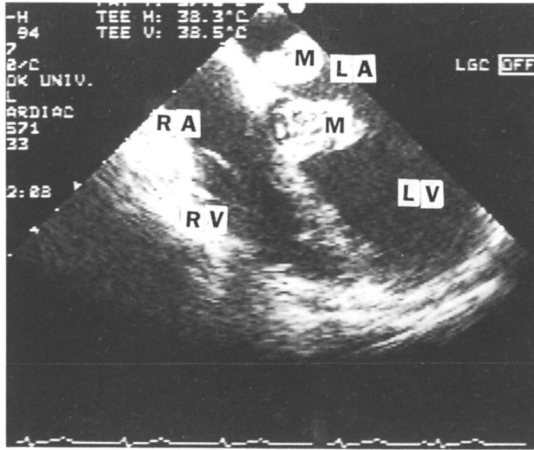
Transesophageal echocardiogram showing small, bilobed and more echodense left atrial myxoma and large, friable and more echolucent left ventricular myxoma, patient at the age of 28. M indicates myxoma.
